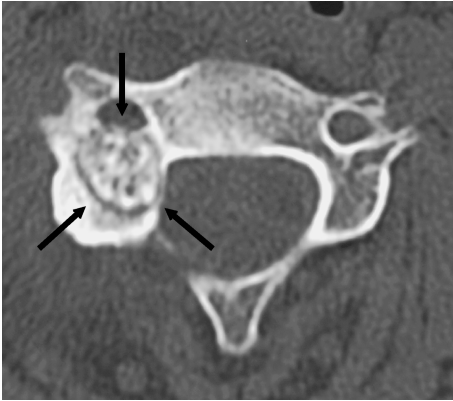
Osteoid osteoma of C4 spine CT
